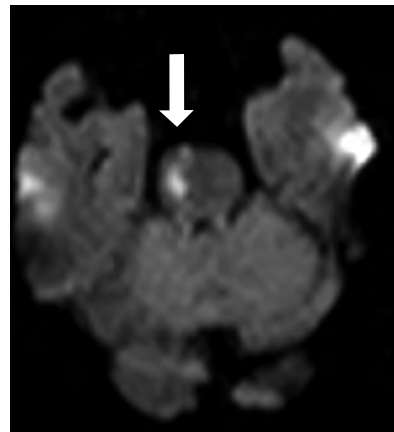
Ictus isquémico agudo protuberancial derecho en secuencia de difusión en RMN craneal.
